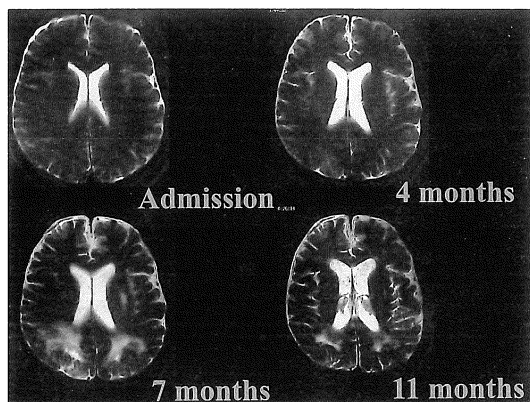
Axial T<sub>2</sub>-weighted MR scan. On admission, there is no significant abnormality on MRI. After 4 months, hyperintensity areas were observed in the deep white matter of the parietal region. Seven months after admission, these areas were seen extensively around the posterior horn of the lateral ventricle with diffuse atrophy.
